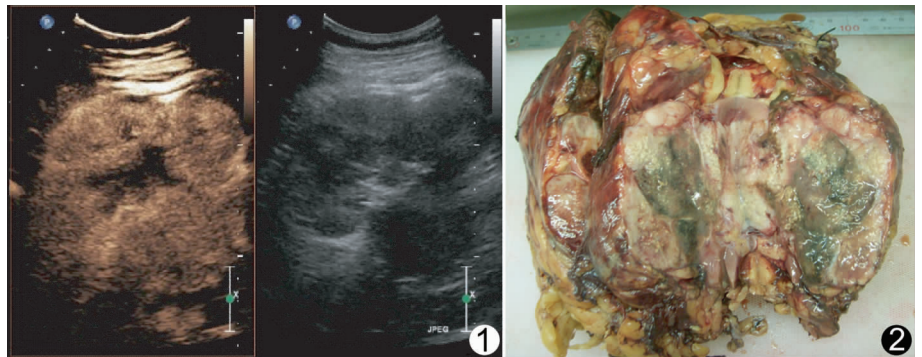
常规超声示多发巨大的肿瘤(右);造影剂注入后动脉期可见造影剂迅速由外向中心灌注,偏低回声结节快速强化呈高增强,结节内可见不规则坏死无增强区域(左) 图 2 大体标本可见肾门处巨大肿块伴肿瘤内部坏死
